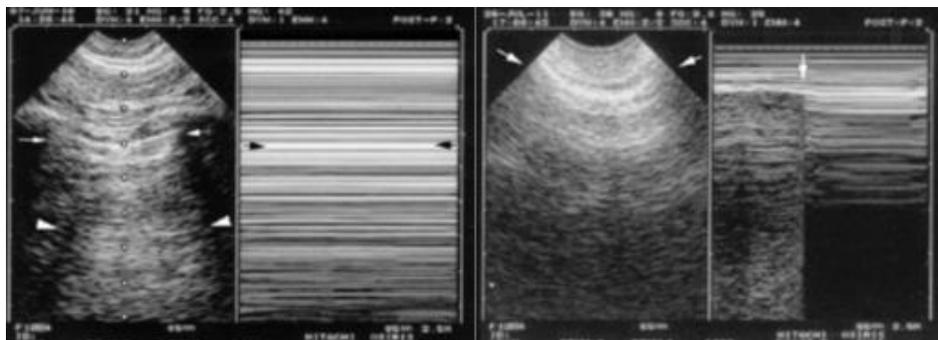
Neumotórax por ecografía. (Extraído de: Lichtenstein DA. BLUE-Protocol and FALLS-Protocol Two Applications of Lung Ultrasound in the Critically ill. *Chest* 2015; 147: 1659-70.)
